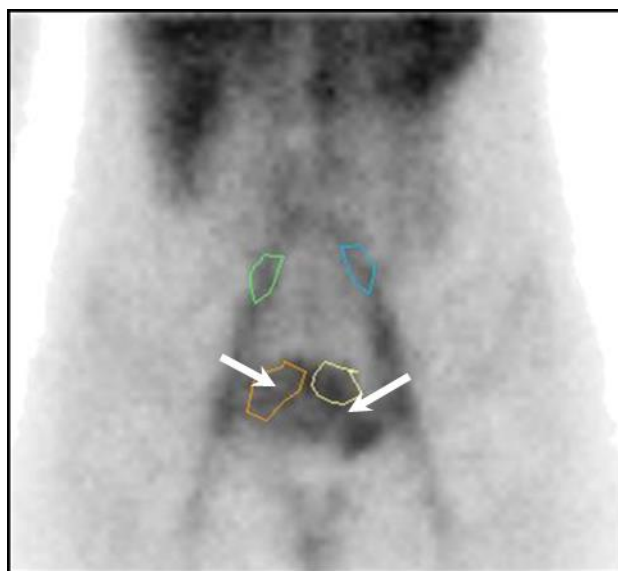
Сцинтиграмма пациентки Б. после двухнедельного использования компрессионных шорт 2 класса. Сохраняется депонирование меченых эритроцитов в венах матки и параметрия (указано стрелками). $K_{твп}=1,34$.
